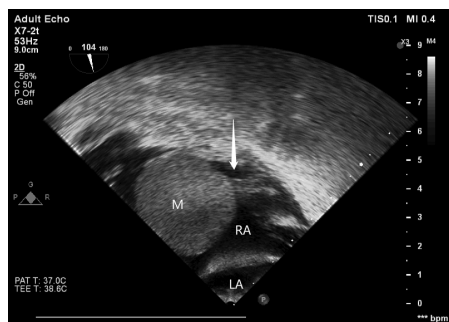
经食管超声心动图显示右心房带蒂肿块(M: 肿块; 箭头示肿块蒂结构; RA: 右心房; LA: 左心房)
